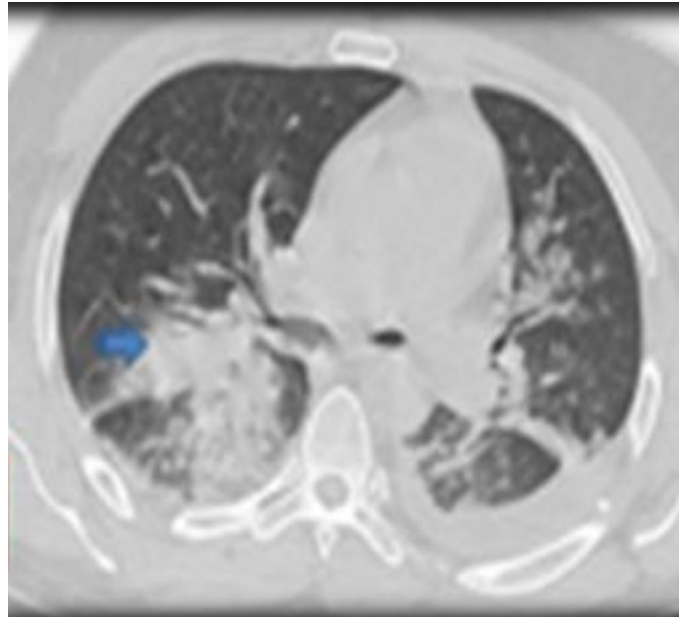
TDM Thoracique coupes axiales montrant une contusion pulmonaire droite chez un enfant de 15 ans suite à un accident de la voie publique. (Source CHU Gabriel Touré)
